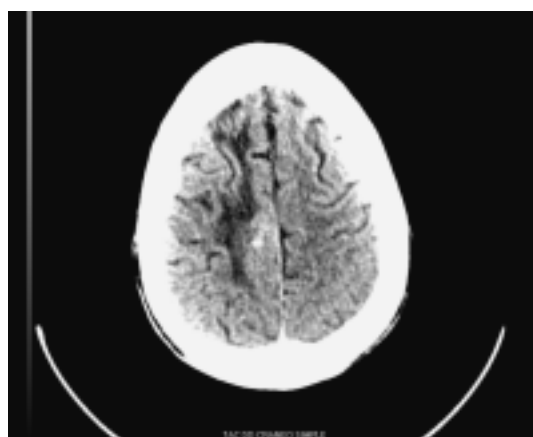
TAC de cráneo sin administración de contraste, donde se observa imagen hiperdensa en región frontoparietal derecha con una zona perilesional hipodensa que impresiona edema cerebral.
